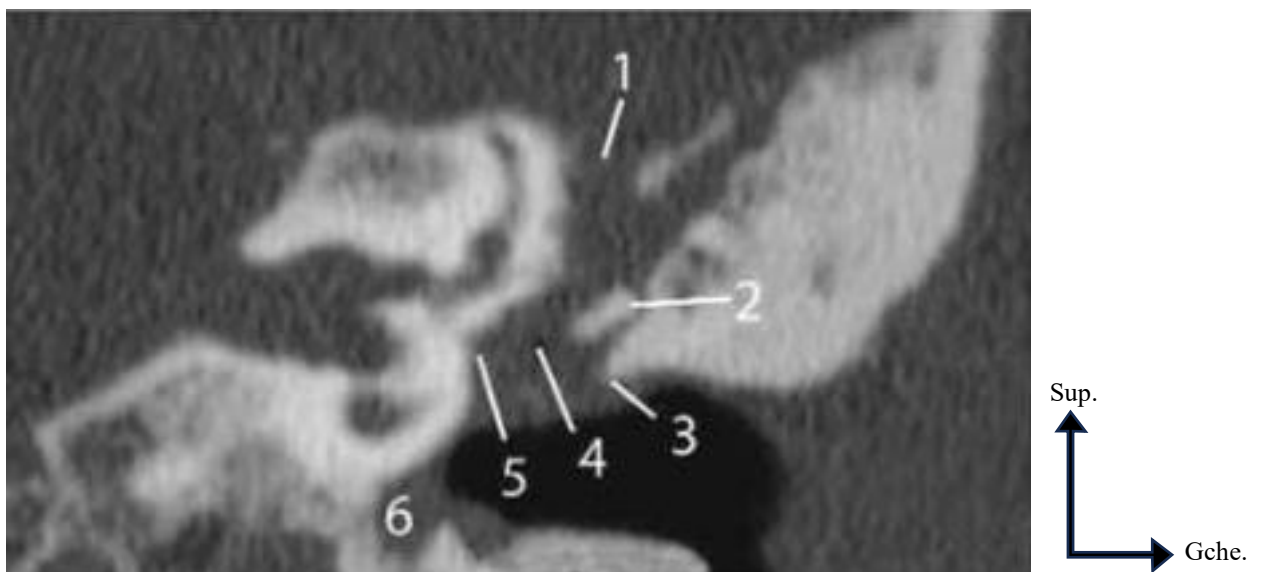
Cholestéatome épi- et méso-tympanique avec lyse du tegmen. TDM, coupe coronale. (1) Lyse du tegmen ; (2) corps de l'enclume ; (3) lyse du mur de l'attique ; (4) lyse de la longue apophyse de l'enclume ; (5) comblement de la fenêtre ovale ; (6) comblement de l'hypo tympan. [17]
